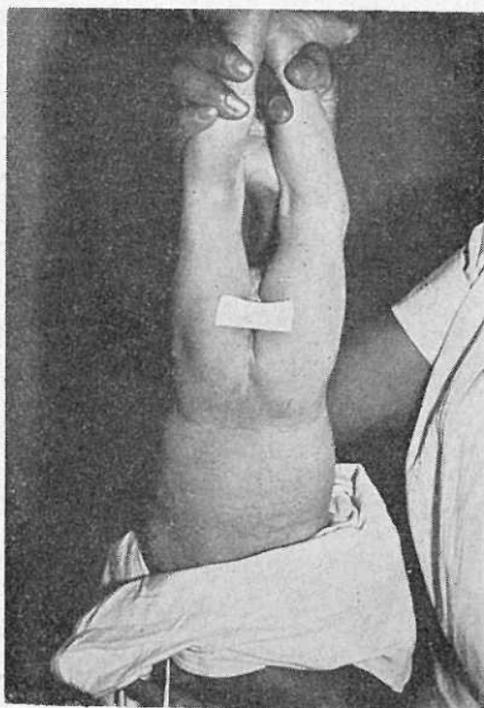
Posición de Wangenstein-Rice por 5 a 10 minutos con objeto radioopaco fijo en zona anal. Radiografías simples en P.A. y Lateral a las 24 horas después del nacimiento.
